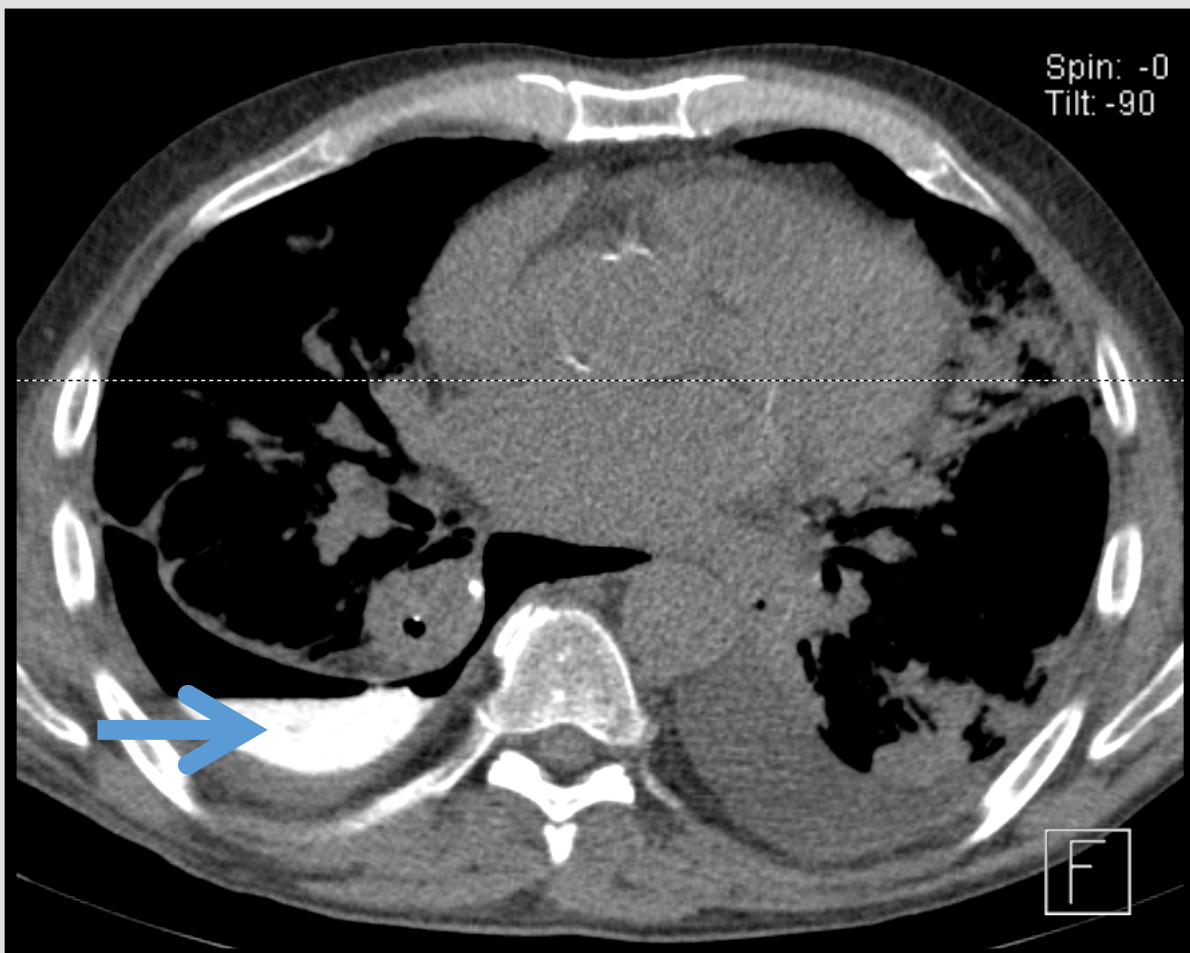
TC do tórax à admissão (corte axial): Hidropneumotórax à direita com extravasamento de contraste oral para o espaço pleural (seta).
